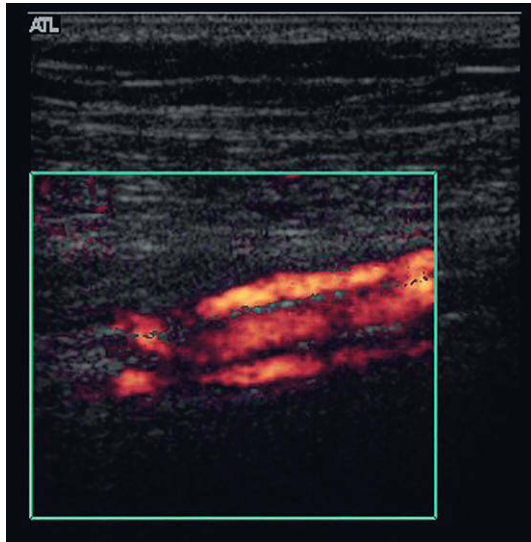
Doppler energía que muestra un par de venas de la pantorrilla que discurren junto a la arteria.
